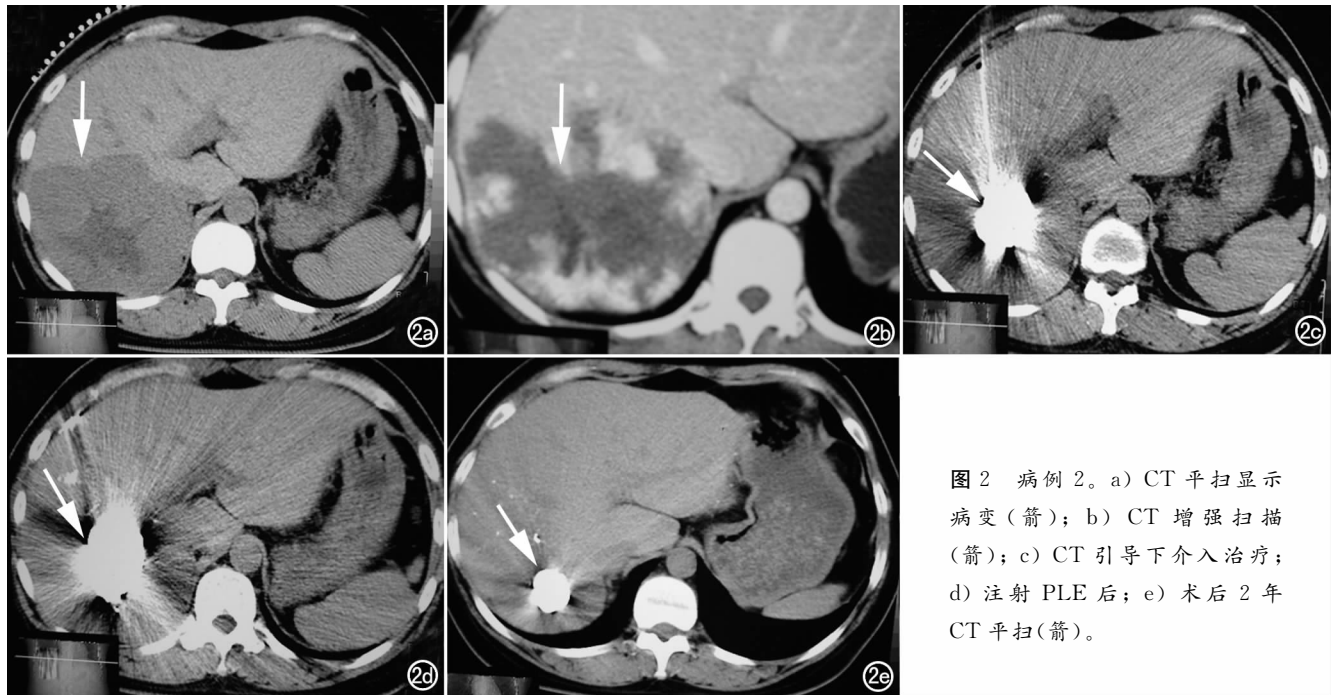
病例 2。a) CT 平扫显示病变(箭); b) CT 增强扫描(箭); c) CT 引导下介入治疗; d) 注射 PLE 后; e) 术后 2 年 CT 平扫(箭)。
